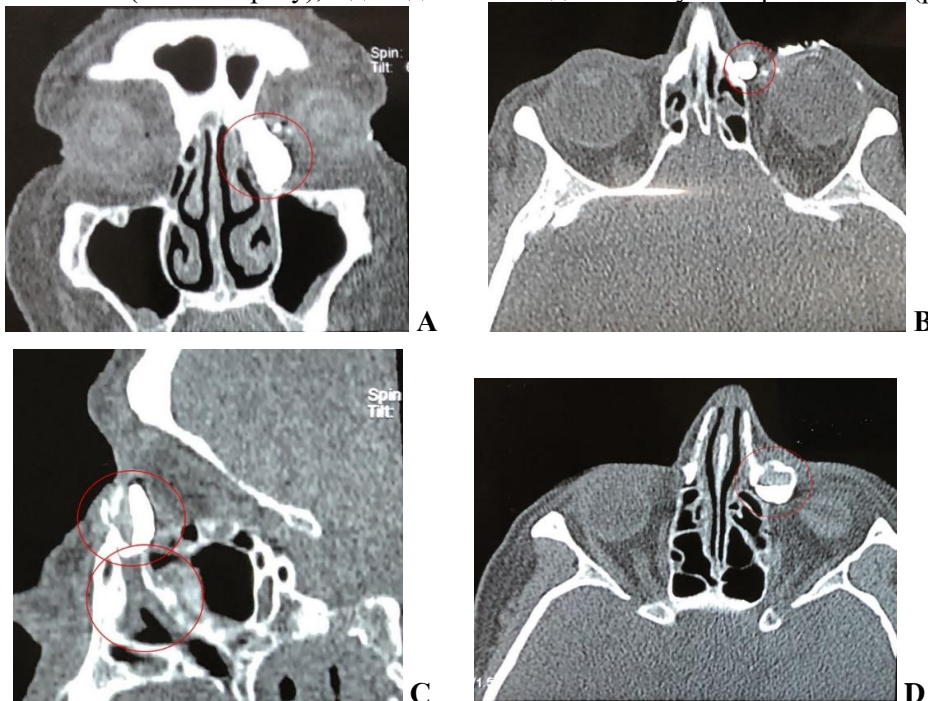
КТ СВШ з контрастуванням пацієнта Б., коронарна (А), аксіальна (В, D) і сагітальна проекції (С). Слізний мішок густо накопичує контрастну речовину з горизонтальним рівнем (С, D), заповнює купол мішка (А), носослізний канал обтурований по всій довжині, відсутність накопичення контрасту в ньому (D).
